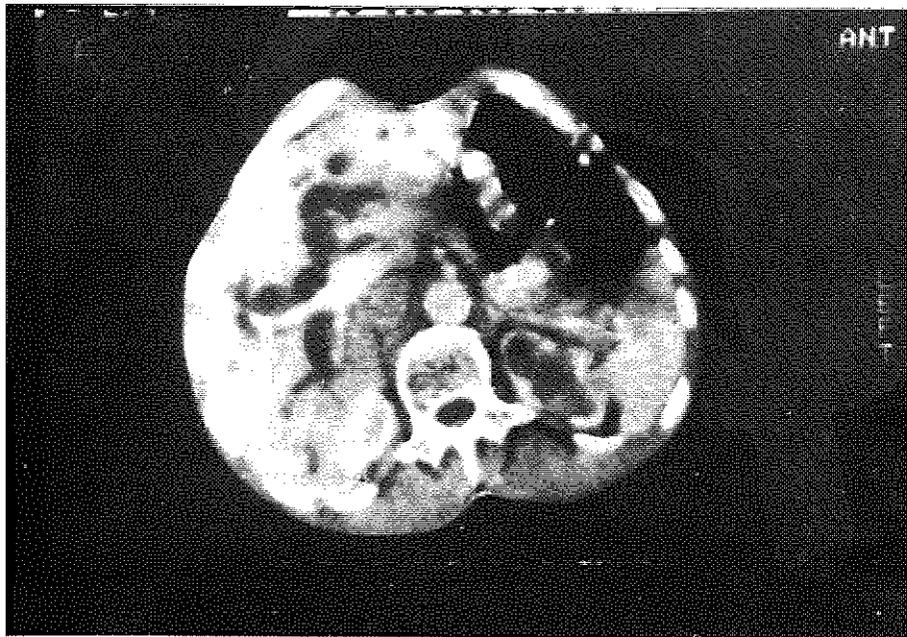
TAC. Mostruosa dilatazione delle vie biliari intraepatiche. Rami portalii iniettati a bolo rapido.
